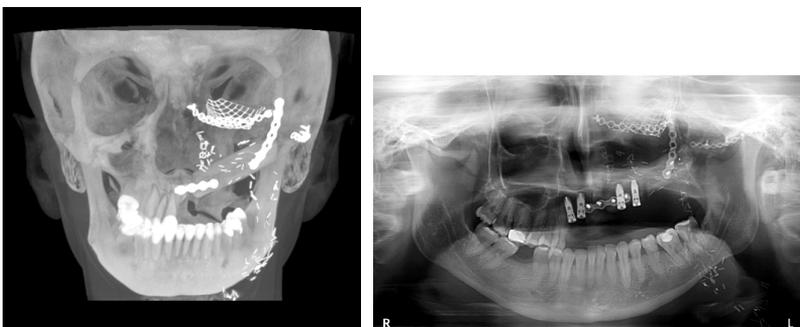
A: radiografía AP que se evidencia postoperatorio inmediato. B: rehabilitación implantológica en 8 meses postcirugía reconstructiva.
